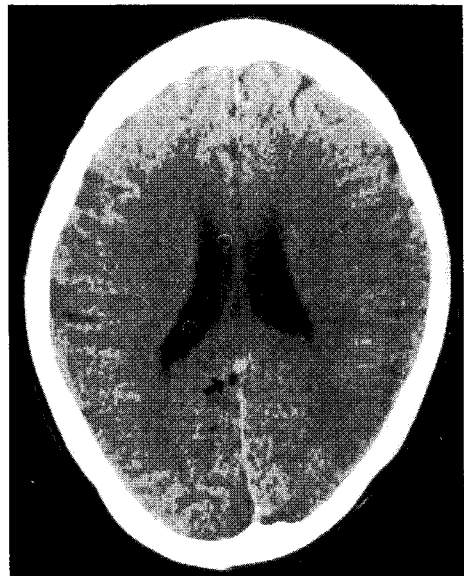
After 3 day, follow up brain CT scan shows air bubble in interhemispheric fissure.
